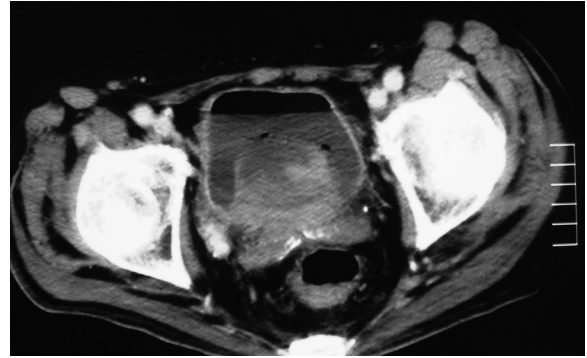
CT scan shows the tortuous vessel in the right side of the pelvis.
